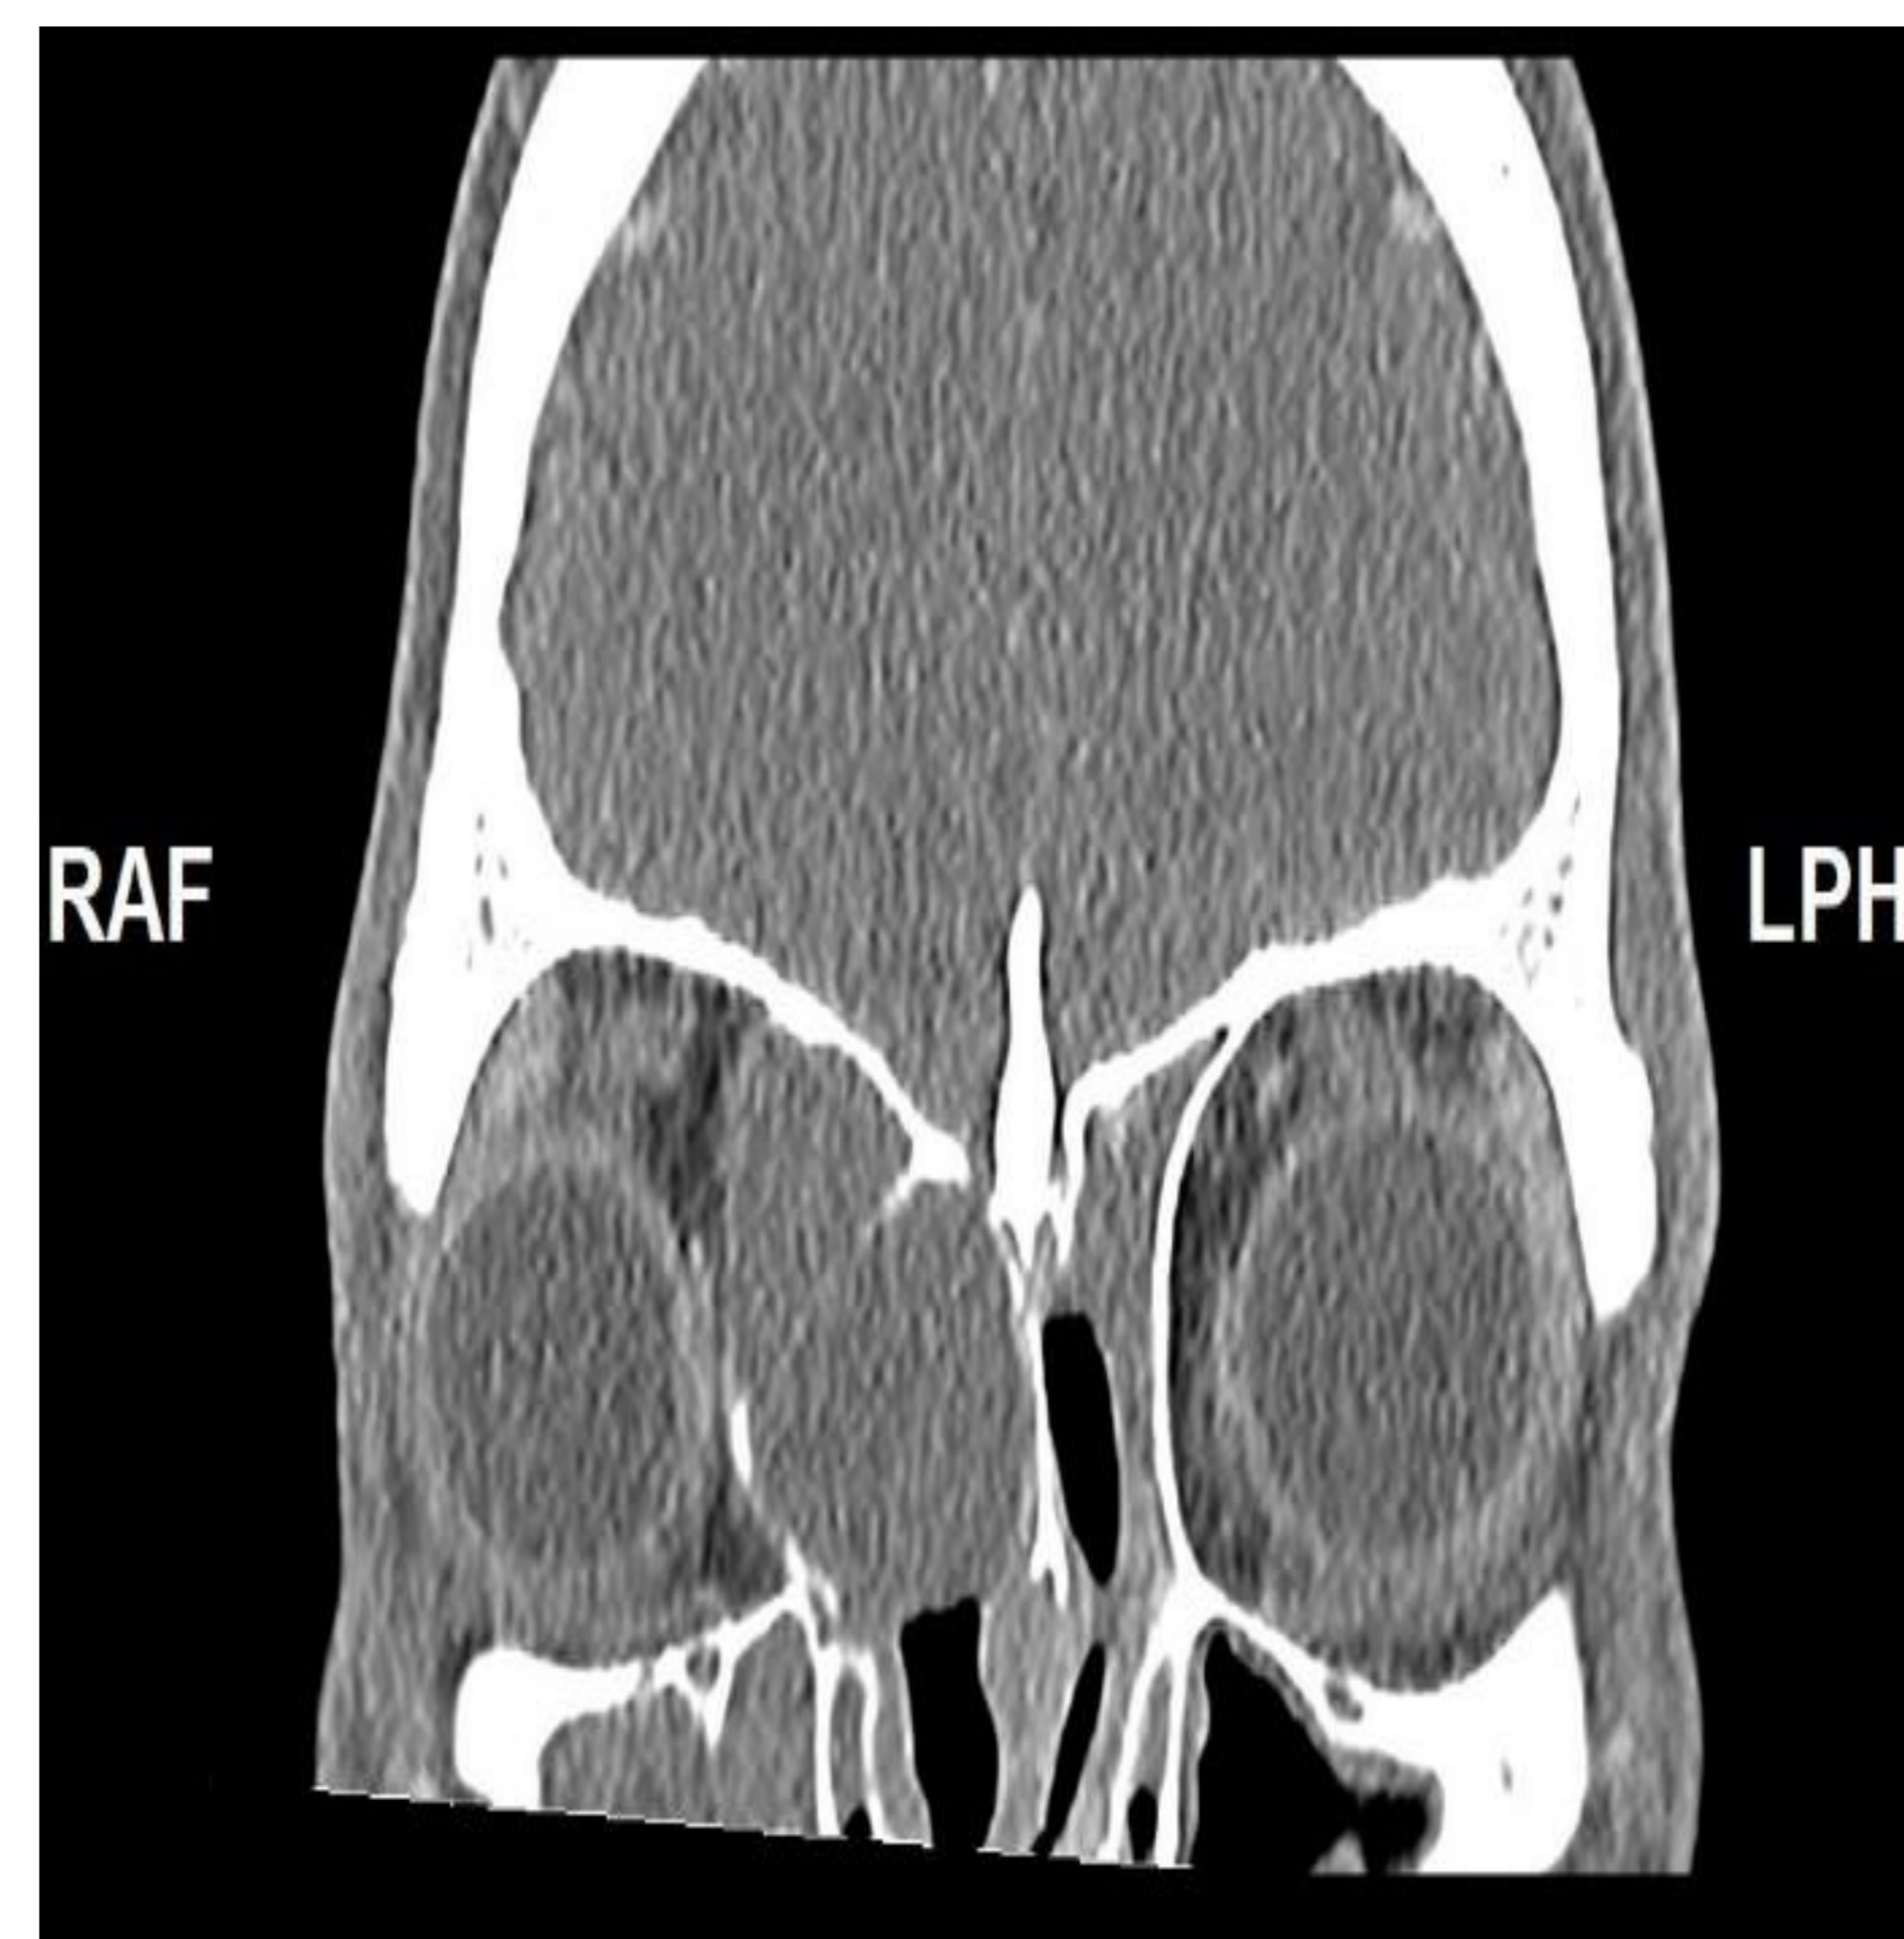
Paciente masculino de 21 años que consulta por proptosis aguda, antecedentes quirúrgicos de CENS por pansinusitis. TC de cráneo sin CIV en planos axiales: en la región naso-etmoidal derecha se visualiza una lesión ocupante de espacio, expansiva, con scaloping de la lámina papiirácea, la cual protruye ocupando la cavidad orbitaria y desplazando la musculatura adyacente extrínseca del ojo derecho, hallazgos muy sugestivos de corresponder a un mucocoele.
